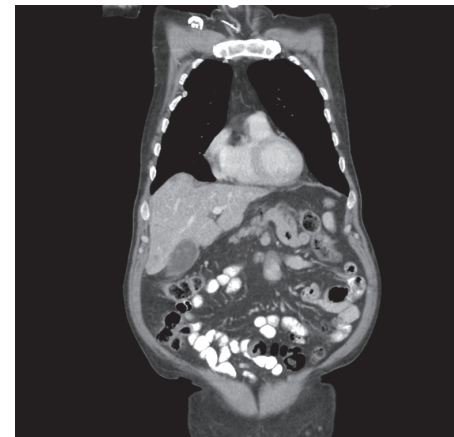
Vstupní CT vyšetření u pacienta č. 2. Je přítomna mnohočetná nádorová diseminace do jater
